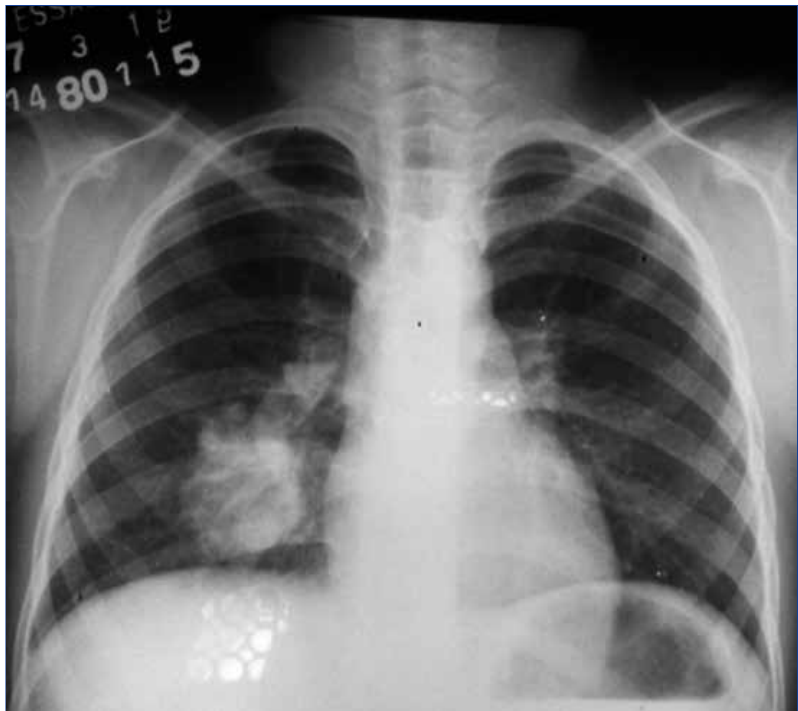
Radiografía de tórax anteroposterior. Radiopacidad redondeada 3.5 cm de diámetro de localización parahiliar
